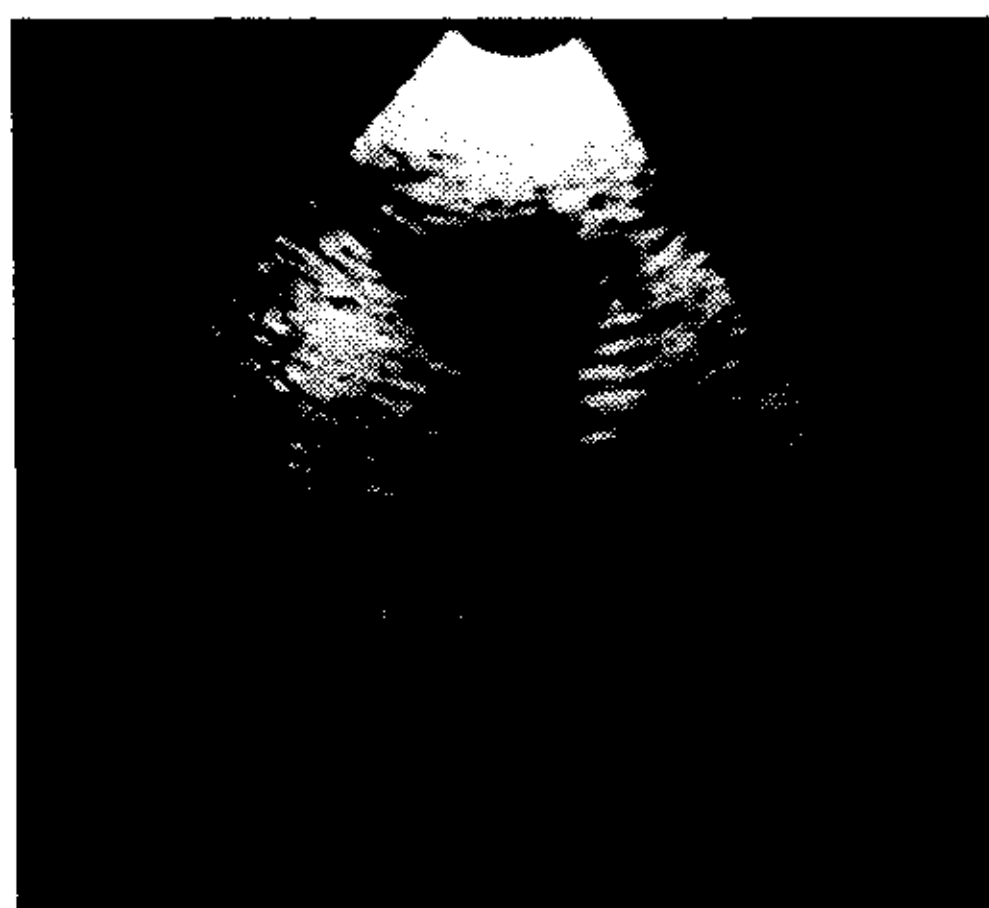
Ecocardiograma bidimensional del caso 3. Plano de cuatro cámaras desde la punta. Se visualiza hipertrofia septal (S) con cambios de la textura miocárdica en forma de una hiperrefringencia. AD, aurícula derecha; VD, ventrículo derecho; AI, aurícula izquierda; VI, ventrículo izquierdo.
